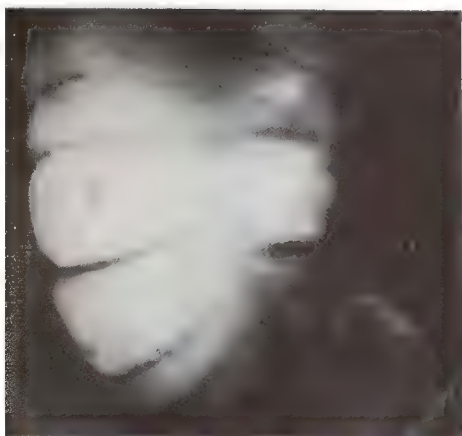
Radiografía del ciego que muestra la posición normal del apéndice.
